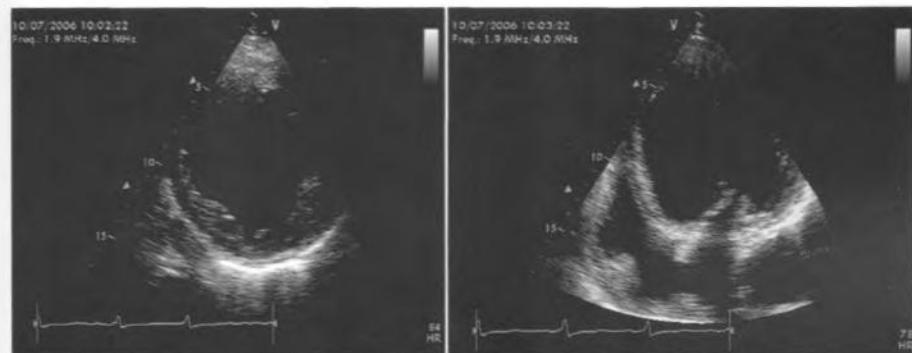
Контрольная эхокардиограмма через 2 нед после восстановления синусового ритма. Слева — параптернальная проекция по короткой оси ЛЖ. Справа — апикальная проекция четырех камер, выявлено сферическое ремоделирование ЛЖ
